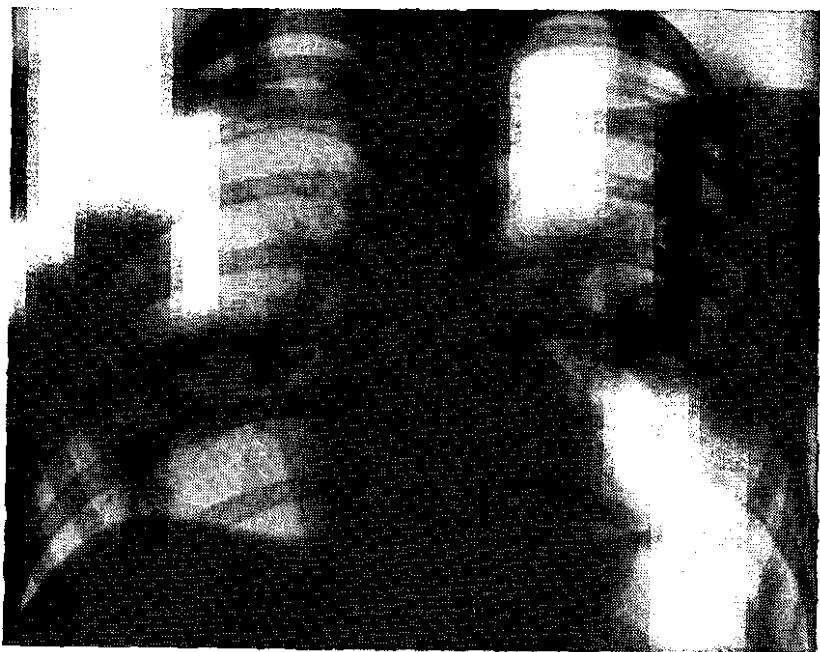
Рентгенограмма больной микоплазменной пневмонией 5 лет. Двусторонняя негетогенная инфильтрация. Слева инфильтрация имеет более плотные участки, среди которых имеются буллезные вздутия.
